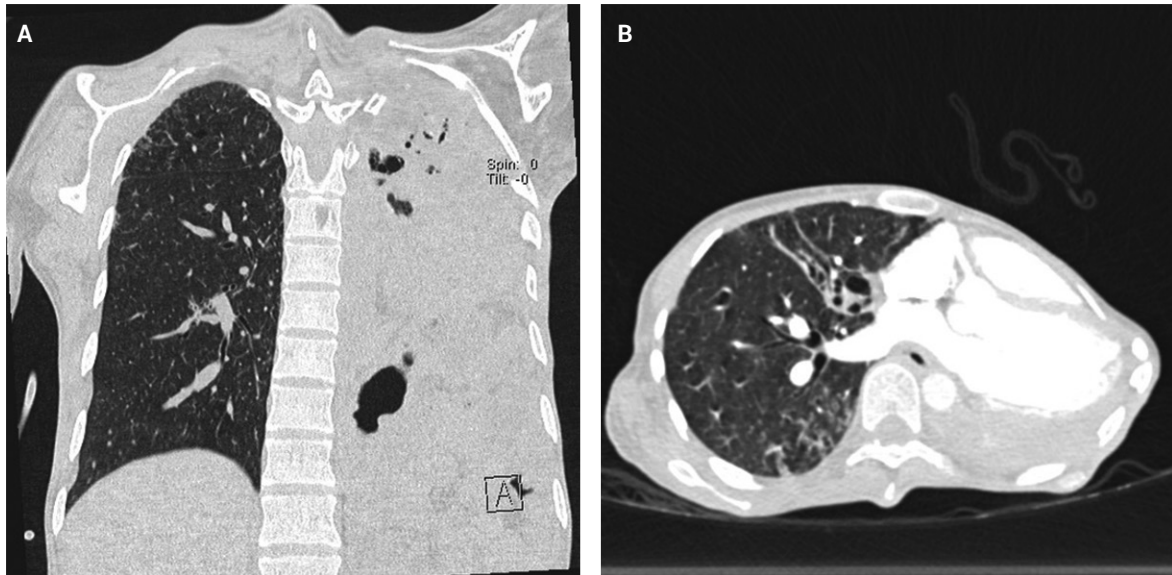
Angiotomografía de tórax con contraste. A. Corte coronal que muestra un defecto de llenado en la rama basal derecha de la arteria pulmonar, compatible con tromboembolia pulmonar aguda. B. Reconstrucción en ventana del parénquima que evidencia la destrucción pulmonar heterogénea, con áreas bullosas y distorsión, con nódulos confluentes, sugerentes de daño crónico.
